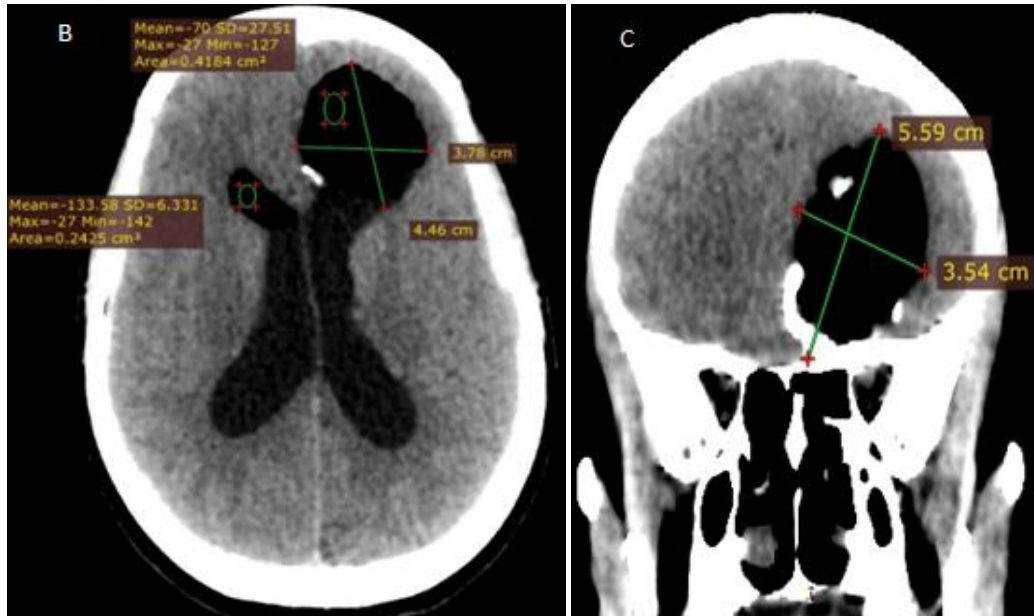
TDM cérébrale .Coupes Sagittale (A),Axiale (B) Coronale(C) : lésion cérébrale intra-parenchymateuse basi-frontale gauche antérieure, ovale de 5,6x 4,4 x3,7 cm, bien limitée, de contours réguliers, de densité graisseuse , contenant une calcification en forme de dent, à paroi calcifiée par endroit, rompu dans le ventricule latéral homolatéral, avec présence de 2 gouttelettes de densité graisseuse au niveau de la corne frontale du ventricule latéral controlatéral avec niveau liquide- graisse et au niveau du V4 , sans autres anomalies du parenchyme cérébral adjacent.
